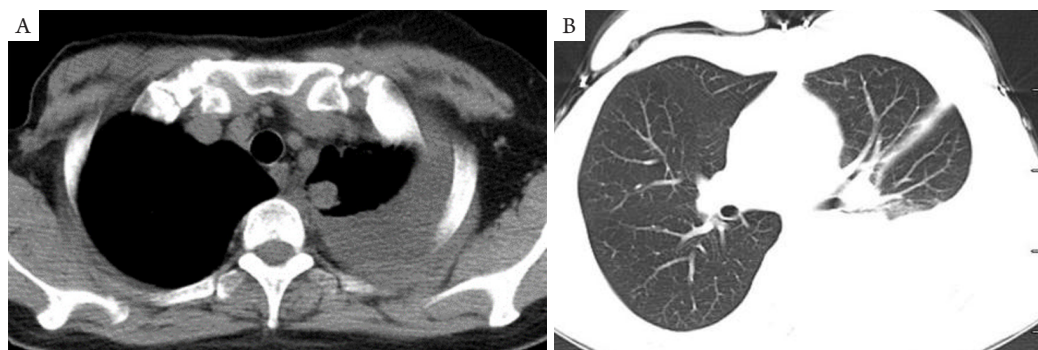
胸部平扫CT示左肺上叶尖后段胸膜下结节, 考虑新生物, 左侧胸腔大量积液及左侧叶间积液, 临近肺组织膨胀不全, 双侧胸膜局限性增厚
